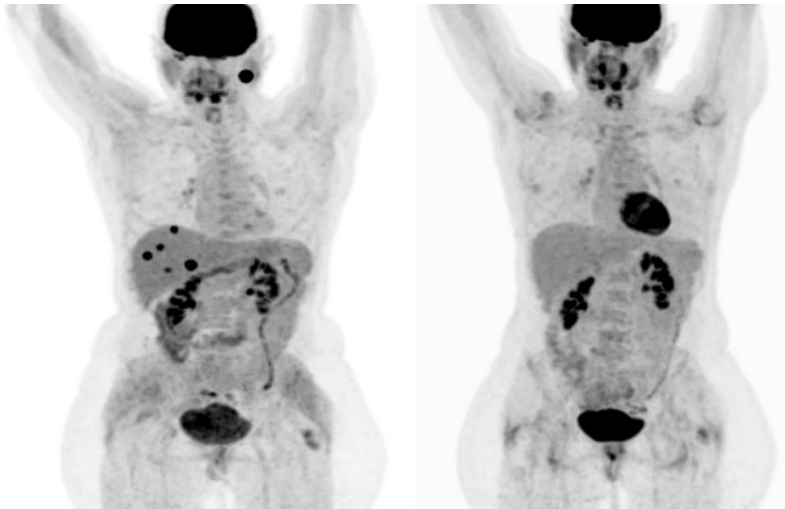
Masivní generalizace nádoru do jater, plic mediastina (PET a PET/CT), regrese metastáz po 12 týdnech a kompletní remise po 24 měsících léčby
